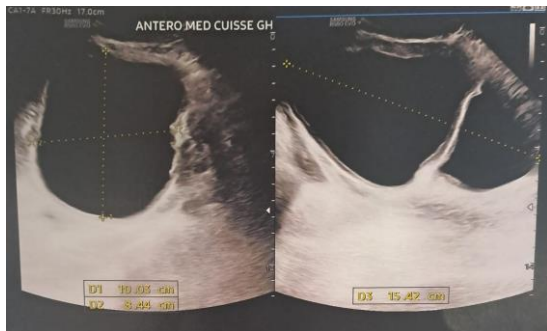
Ultrasound image of the mass
